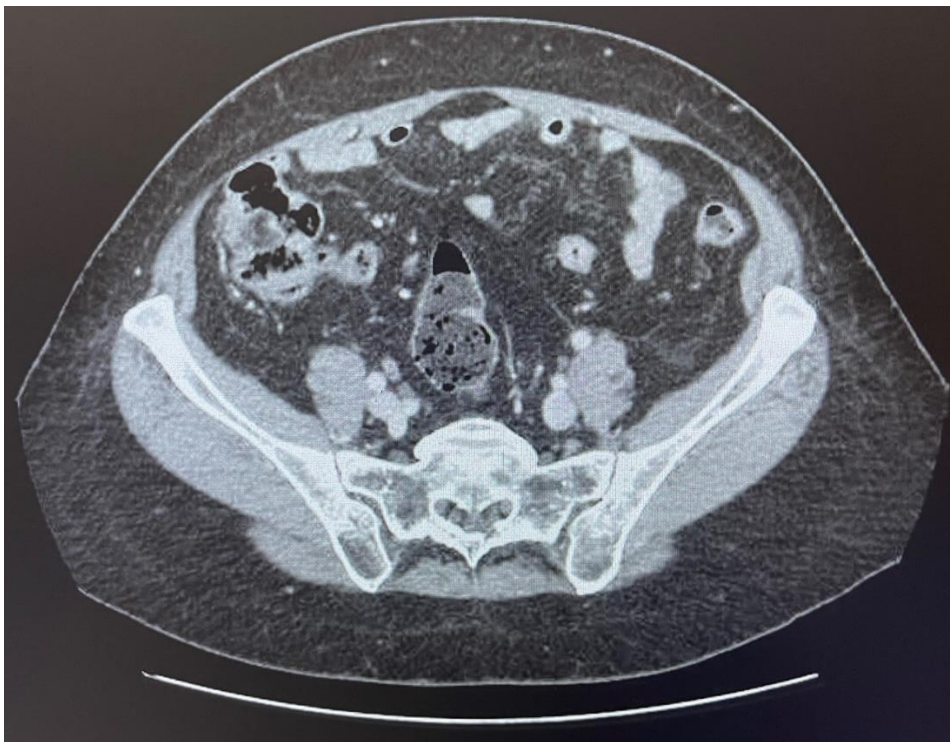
TAC de abdomen y pelvis. Cortes a distintos niveles.
